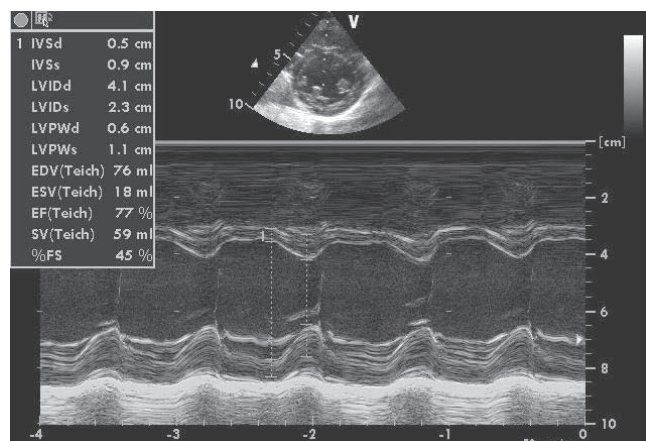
Ecocardiografie transtoracică secțiune parasternal ax scurt: cavitați stângi de dimensiuni normale.
